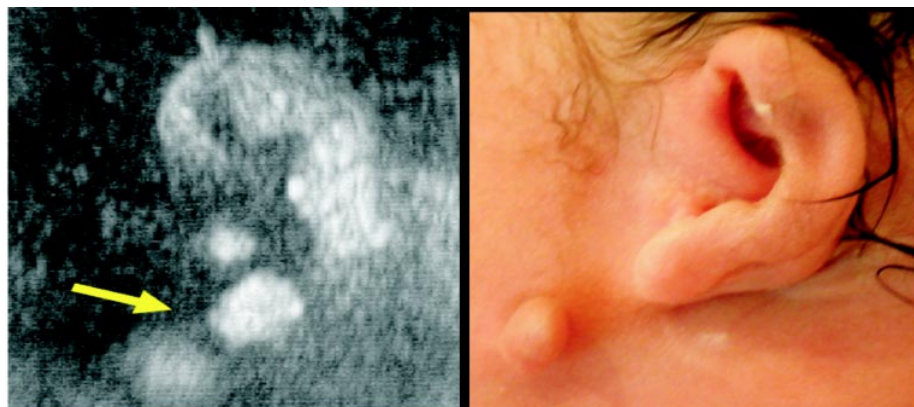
Ecografía obstétrica bidimensional en la que se observa el pabellón auricular. Nótese el apéndice preauricular. Se compara con el aspecto del recién nacido.
